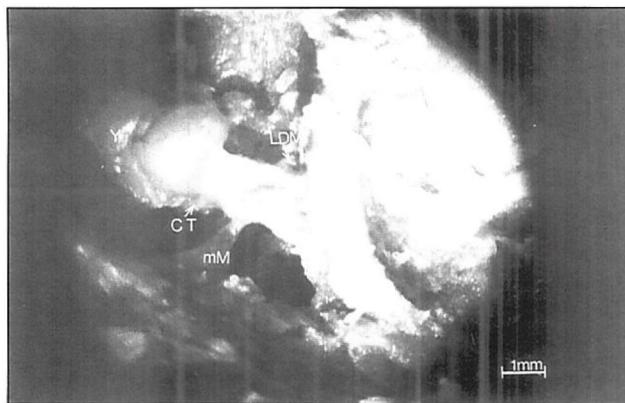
Vista superior del oído medio y la ATM (lado izquierdo). Y: yunque; M: martillo; LDM: ligamento discomaleolar; D: disco; FET: fisura escamotimpánica; mM: músculo del martillo (tendón); LAM: ligamento anterior del martillo; CT: cuerda del timpano.
